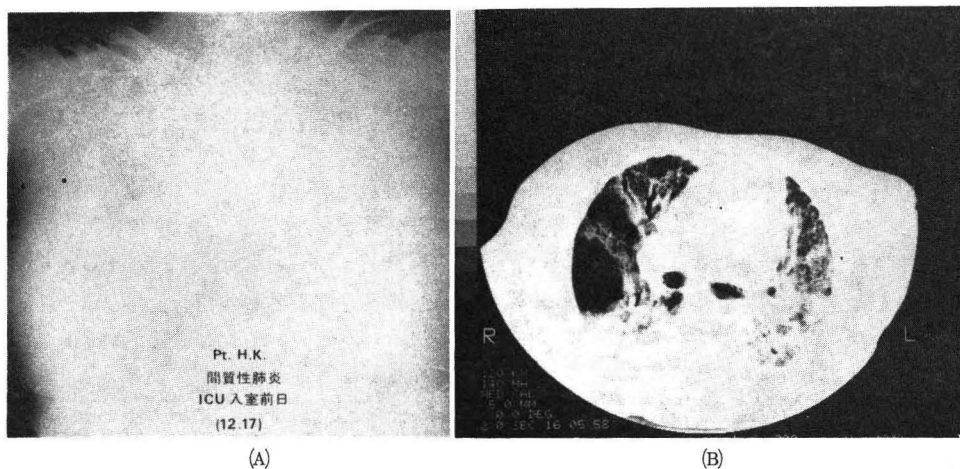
症例3の胸部単純X線写真(A)と肺CT(B)
